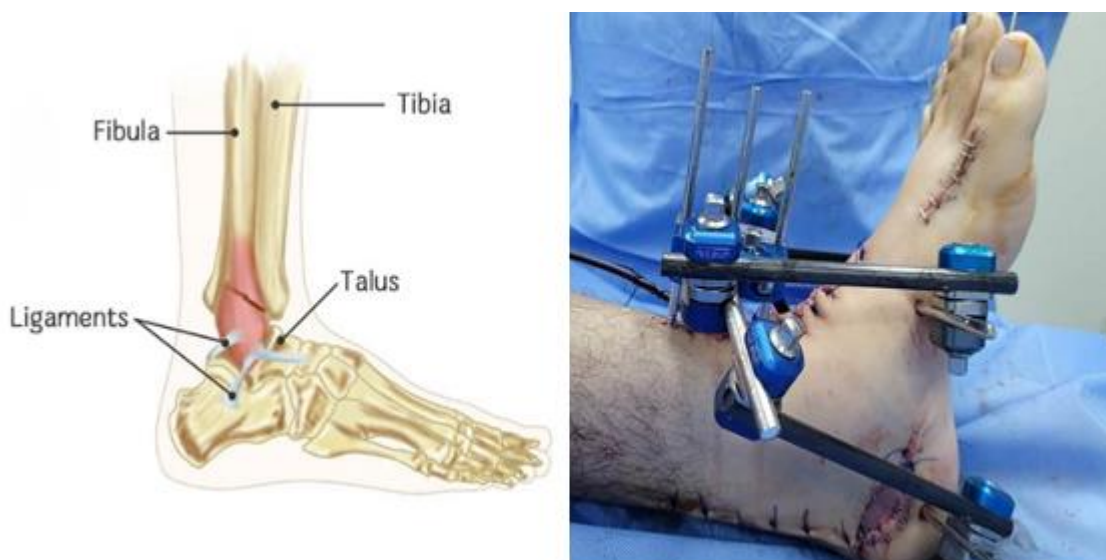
Справа - рентгеновское изображение исследуемого перелома. Слева - анатомическая картина.
